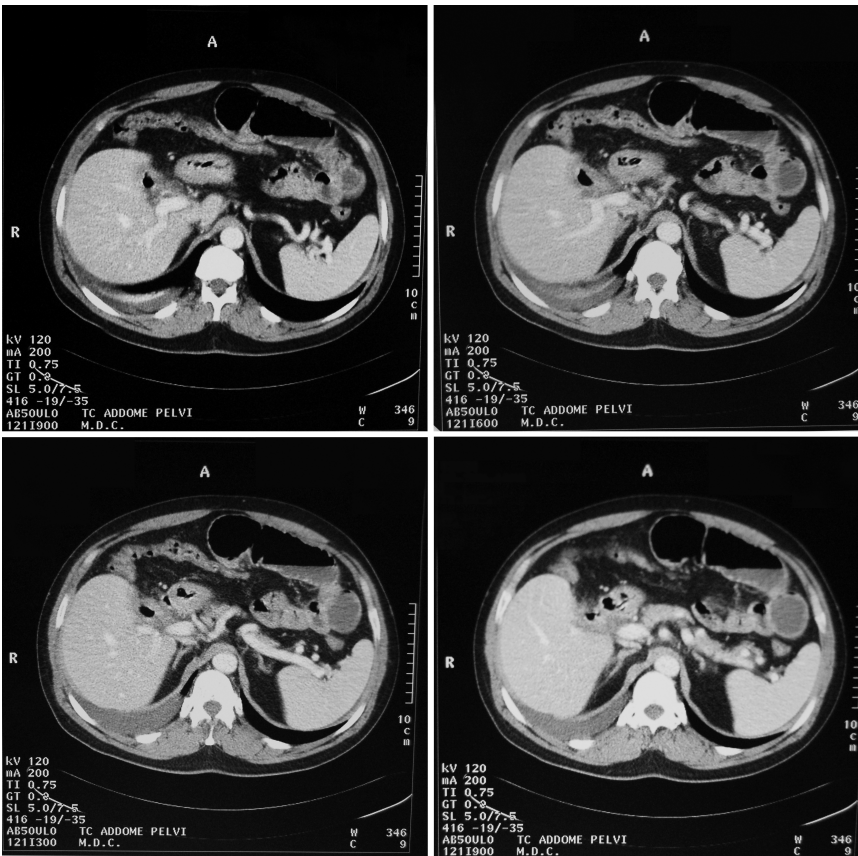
TC. Presenza di un'area di ipodensità con raccolta aerea a livello dell'ilo epatico, strettamente contigua alla seconda porzione duodenale. Sembra apprezzarsi tramite fistoloso colecistoduodenale. Si rileva lieve ectasia perilare delle vie biliari intraepatiche e delcoledoco.
